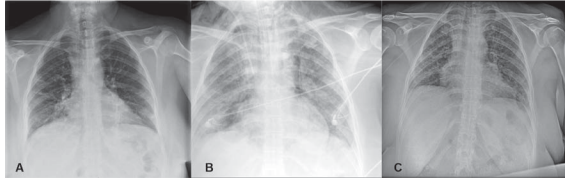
Chest X-ray evolution of our patient
